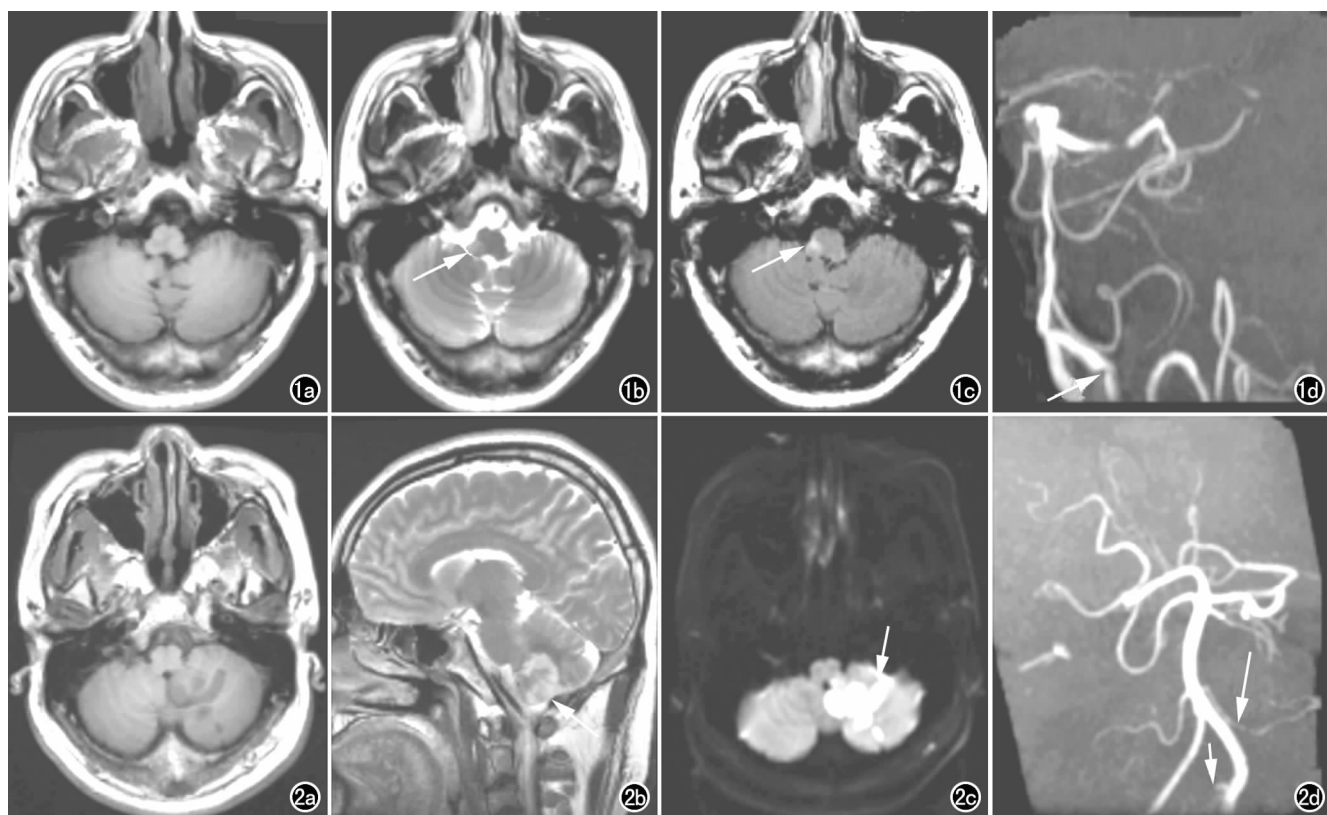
延髓背外侧梗死。a) 横轴面 T_1 WI 示延髓右外侧轻度局限性信号减低,界限不明确; b) 横轴面 T_2 WI 示延髓右外侧局限性高信号(箭); c) FLAIR 图示病变呈高信号(箭); d) MRA 示右侧椎动脉局部狭窄(箭),基底动脉轻度狭窄,左侧大脑后动脉 P2 段局部明显狭窄。图 2 延髓背外侧-小脑半球-小脑下蚓部梗死。a) 横轴面 T_1 WI 示延髓背外侧-小脑半球-小脑下蚓部低信号,边缘清楚; b) 矢状面 T_2 WI 示病变呈高信号(箭); c) 横轴面 DWI 示病变扩散受限(箭); d) MRA 示左侧小脑后下动脉起始部闭塞(短箭),左小脑前下动脉信号不均匀(长箭)。
